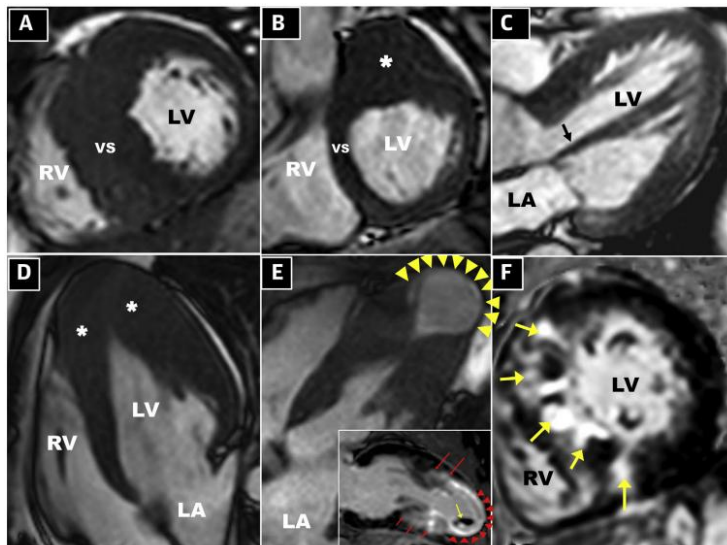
Imagerie IRM: une aide au diagnostic
